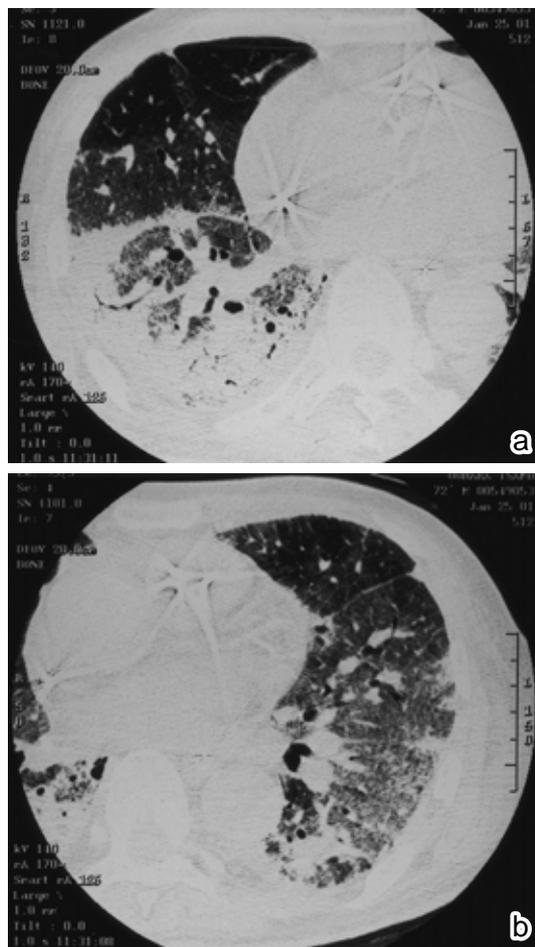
Chest HRCT in case 1 revealing diffuse ground-glass opacity and air-space consolidation in both lung fields.
